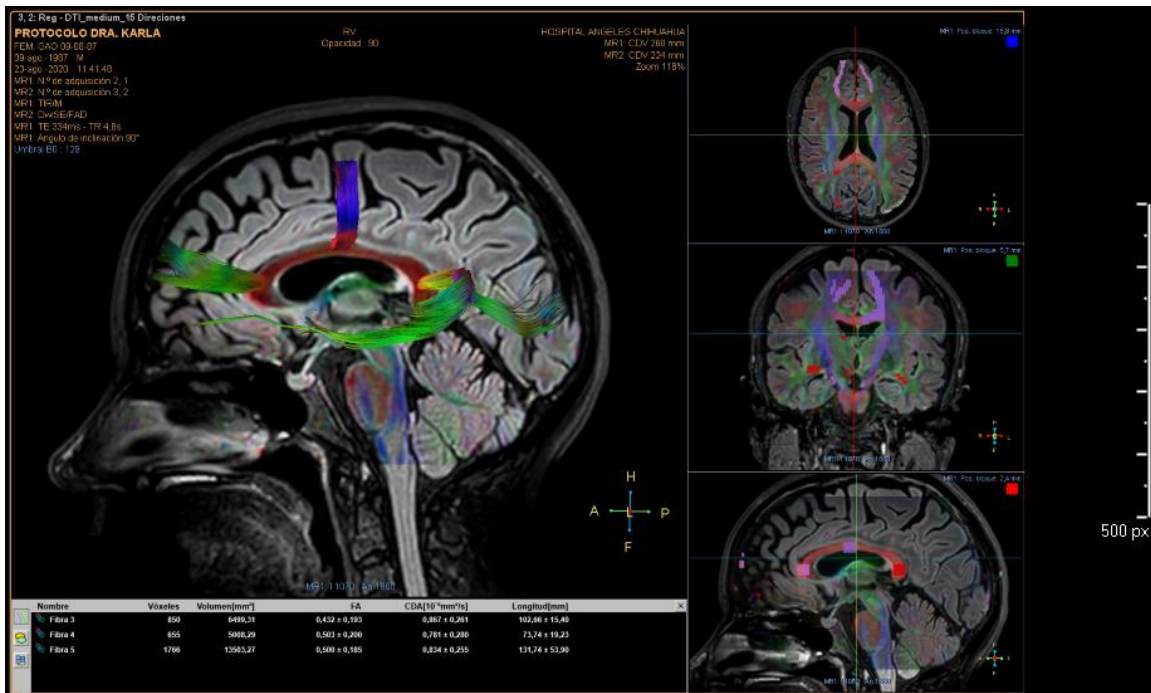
Imagen de resonancia magnética con secuencias fusionadas de DTI y FLAIR, en corte sagital a nivel del cuerpo calloso, con mediciones de la Fracción de Anisotropía (FA) a nivel de la rodilla, cuerpo y esplenio.*
